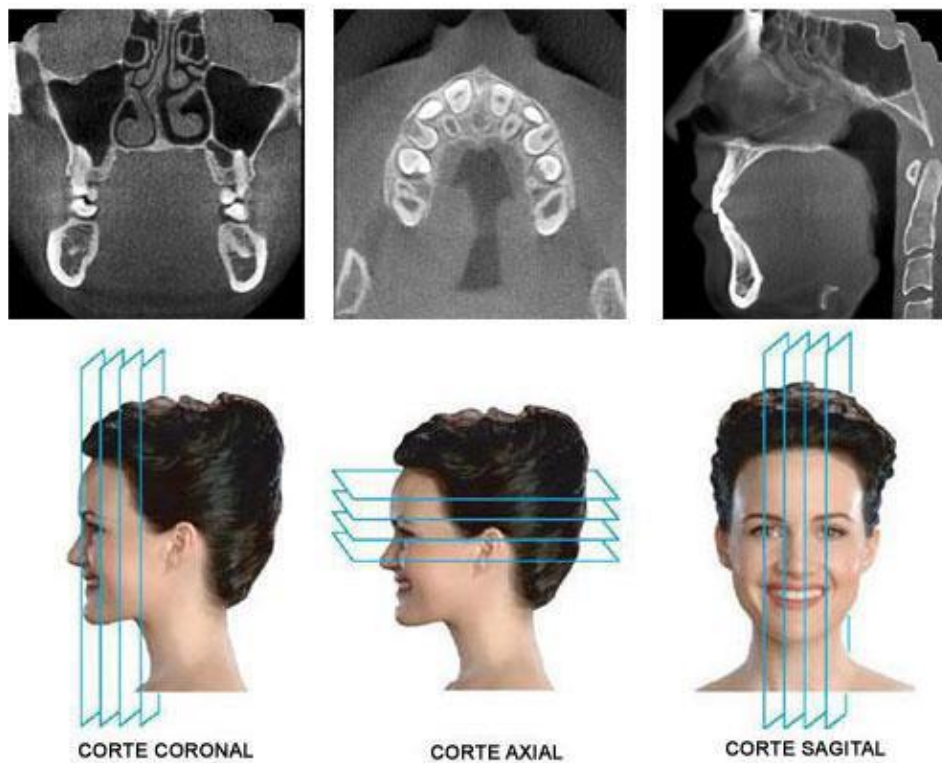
Imágenes de tomografía computarizada reproduciendo secciones del cuerpo humano en diferentes planos del espacio. Fuente: 2010 URL disponible en www.docdigital.com.br
